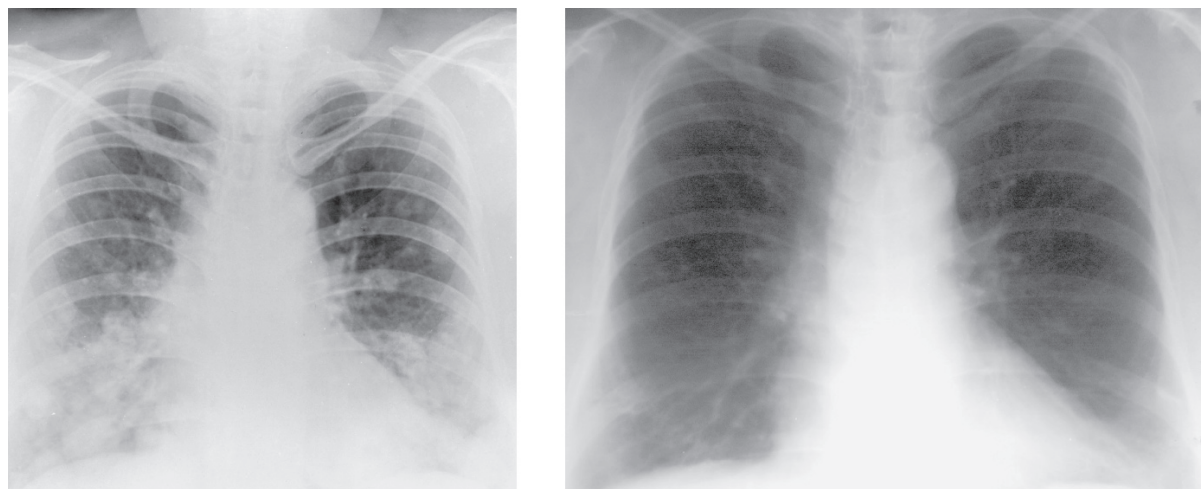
Рентгенограммы органов грудной клетки больной П., с диагнозом РЩЖ с метастазами в легкие, T4N1aM1. До лечения (слева) определяются множественные крупноочаговые метастазы в средних и нижних отделах легких. После проведения 8 курсов РИТ суммарной активностью 710 мКи ^{131}I (справа) – метастазы в легких отсутствуют
